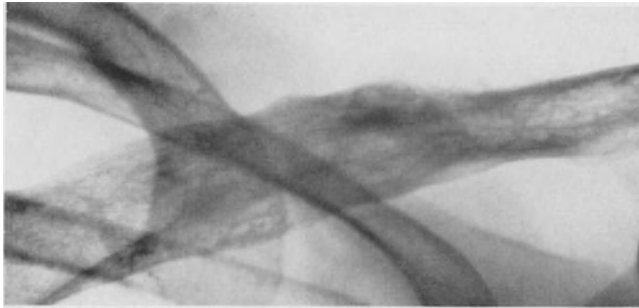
Zugehöriges Röntgenbild des Schlüsselbeines. Osteoplastische Metastase eines Portiocarcinoms, durch Probexcision bewiesen.
